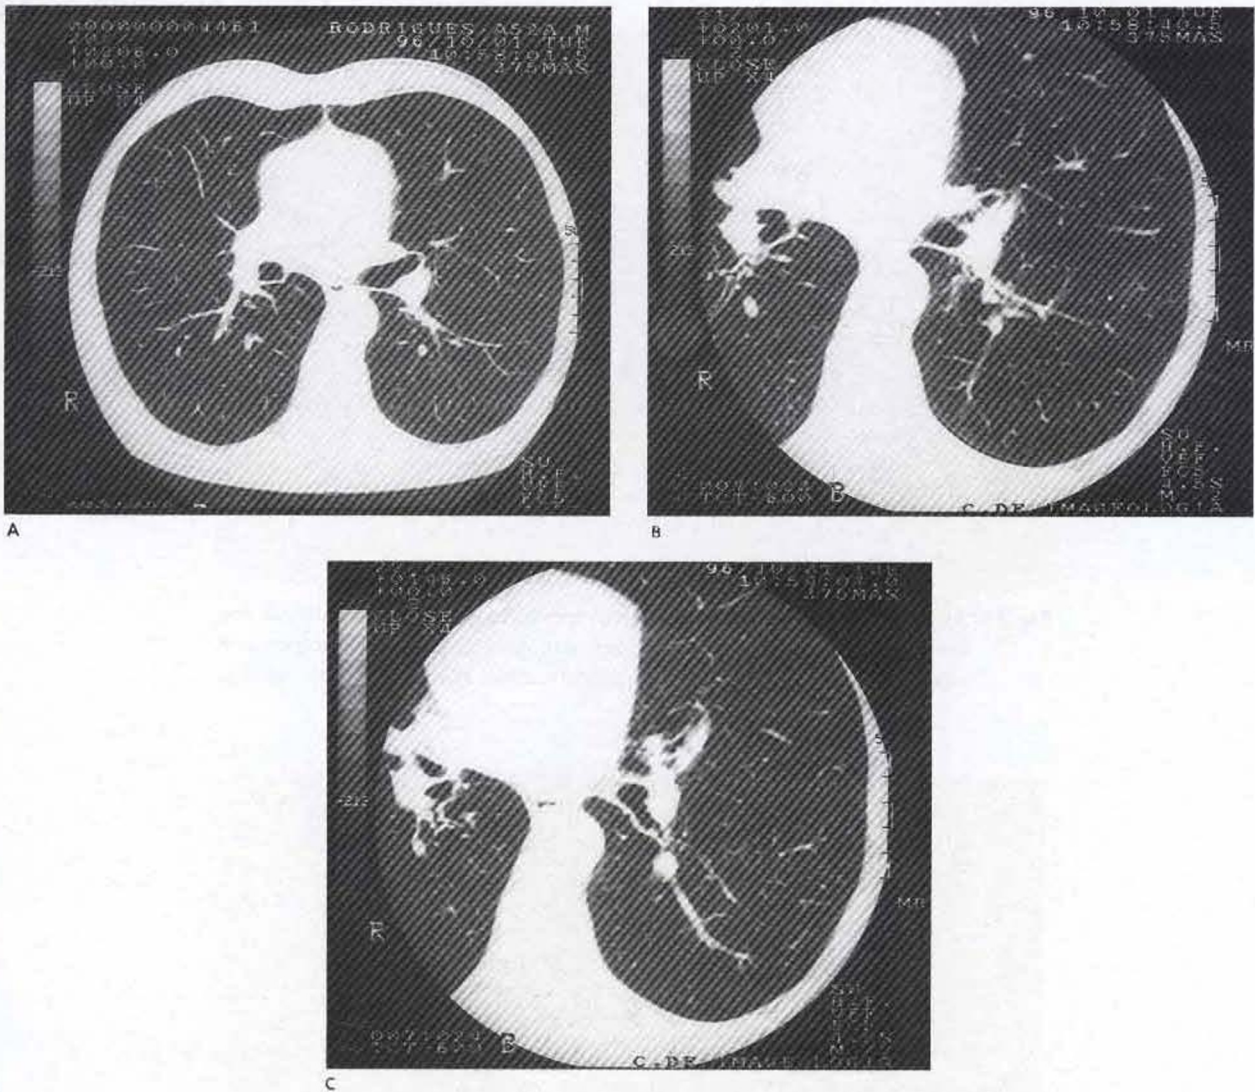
(2A, 2B, 2C) – TAC tórax: Nódulo pulmonar no segmento mais posterior do apical do lobo inferior esquerdo. Paquipleurite na base direita.
